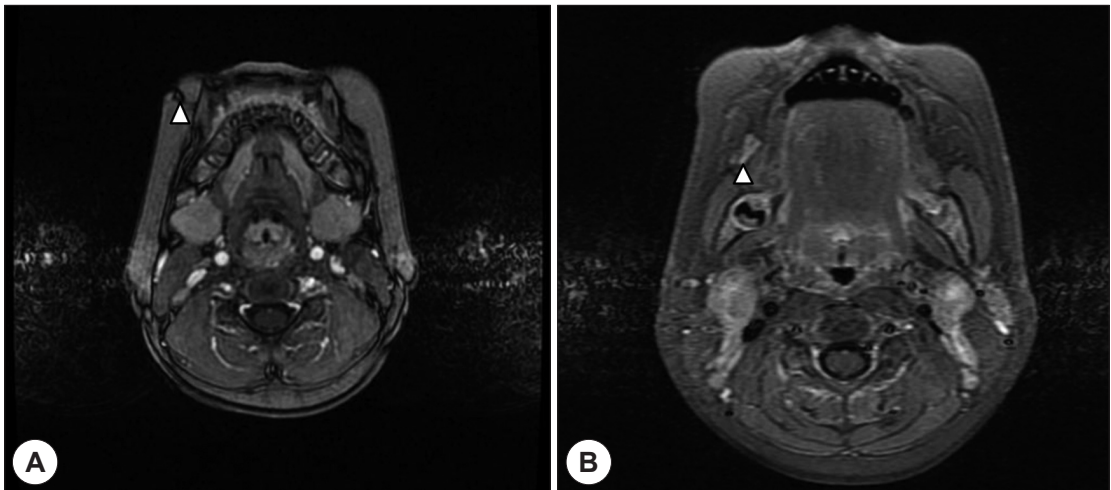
A : Axial MRI image. MRI shows fistulous tract from Rt. accessory parotid gland. B : Axial MRI image. MRI shows Rt. accessory parotid gland.
